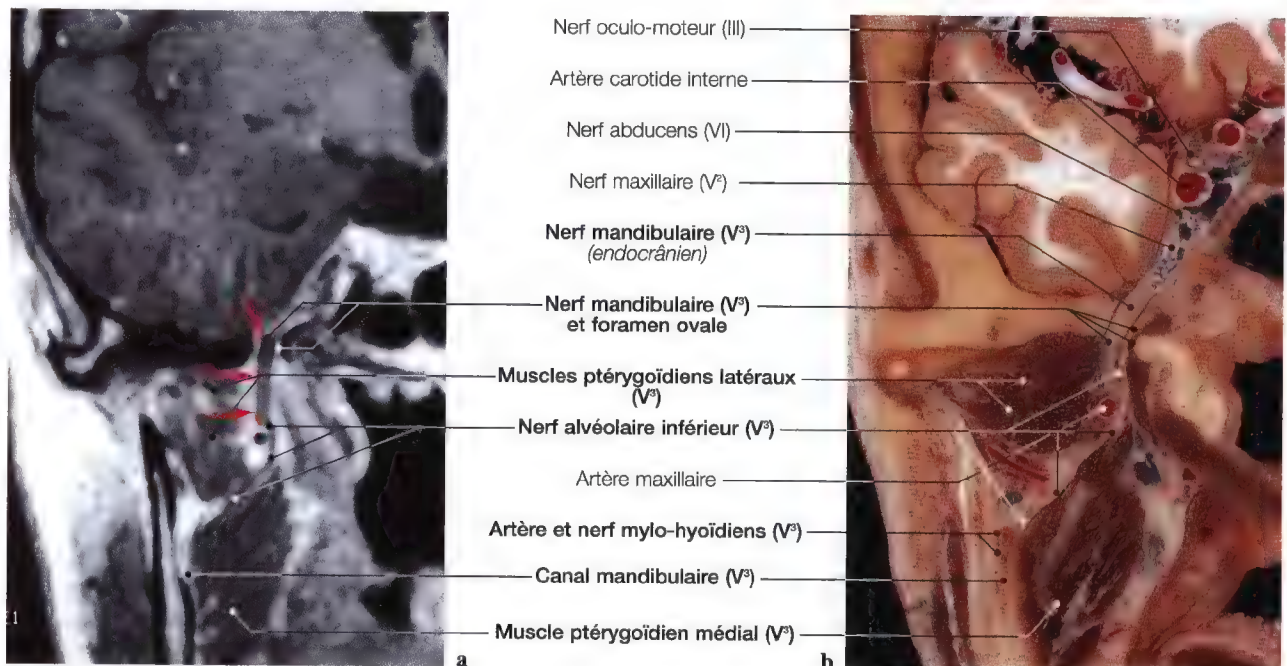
a, b. IRM et coupe anatomiques frontales au niveau du nerf mandibulaire (V³) avec la mise en évidence du nerf alvéolaire inférieur, jusqu'au canal mandibulaire
